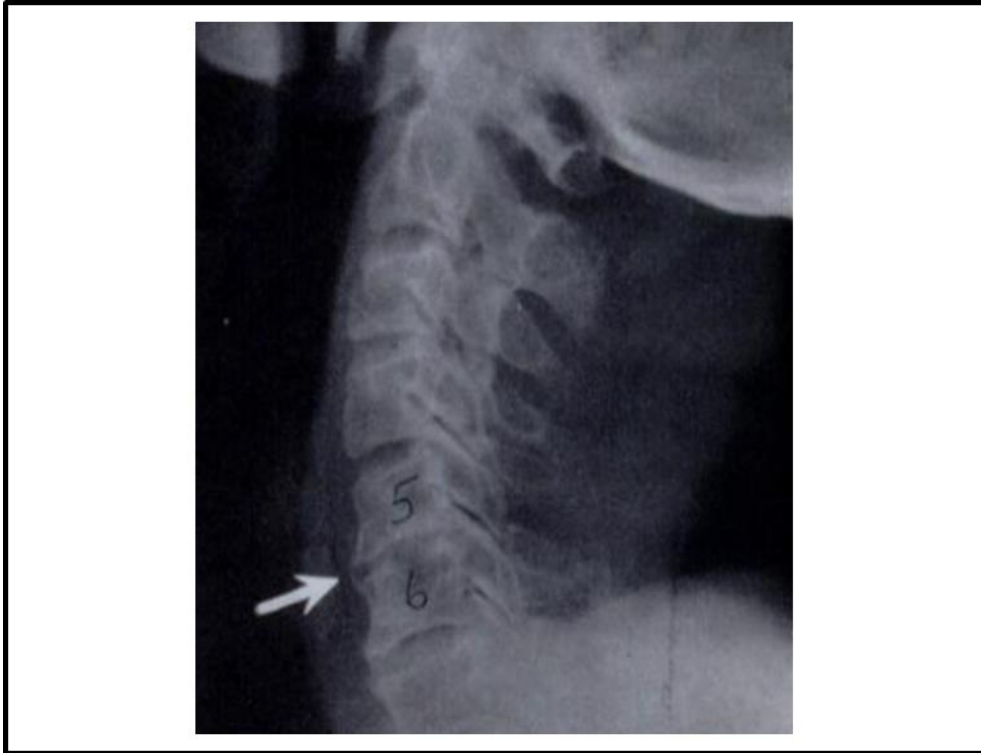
Röntgenbild HWS seitlich nach Fusion (Smith and Robinson 1958 (88))
